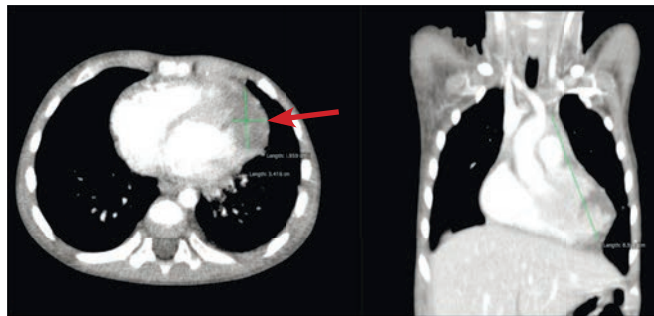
МСКТ ОГК. Аксиальная и корональная проекции, венозная фаза сканирования. Объемное образование переднего средостения с вовлечением левых отделов сердца (указано стрелкой)
